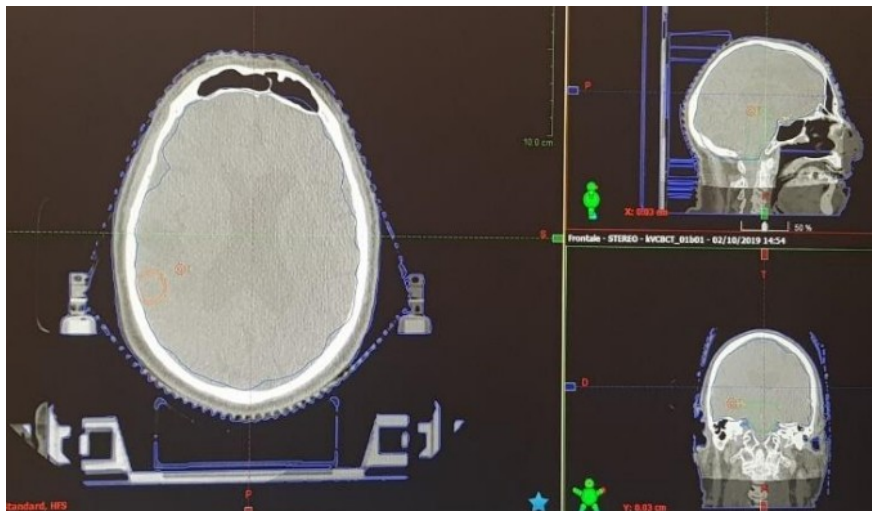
Match tra CT di centraggio e CBCT
